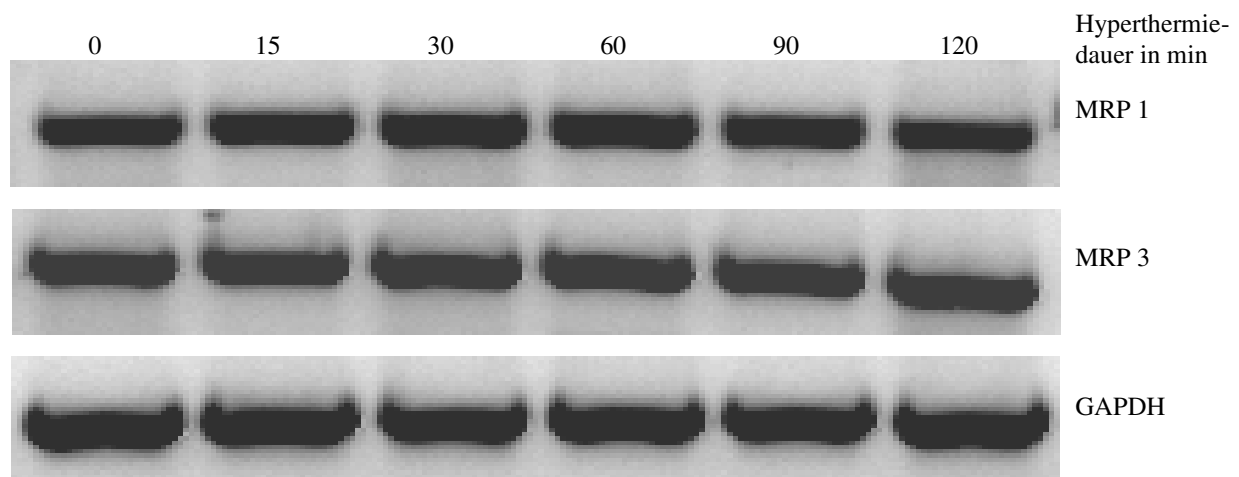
Repräsentatives Beispiel einer konstanten Expression von MRP 1- bzw. MRP 3 auf RNA-Ebene in BT-474-Zellen 48 h nach Hyperthermiebehandlung (43°C) über einen Zeitraum von 15, 30, 60, 90 und 120 min; als Kontrolle dienten wärmeunbehandelte BT-474-Zellen (0 min); als Ladekontrolle wurde GAPDH mitgeführt
